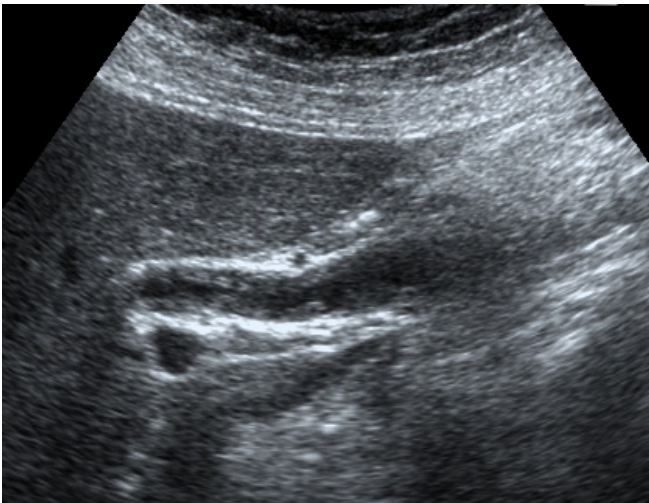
IgG4 関連硬化性胆管炎の超音波像。上部胆管から中部胆管にかけて、比較的均一で低エコーな壁肥厚を認める。
